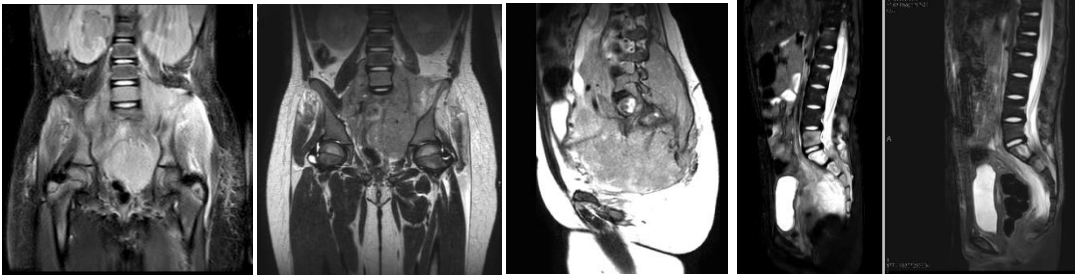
RM de pelve diagnóstico: massa pré-sacral, com infiltração do canal medular, com lesões ósseas líticas em pelve.
